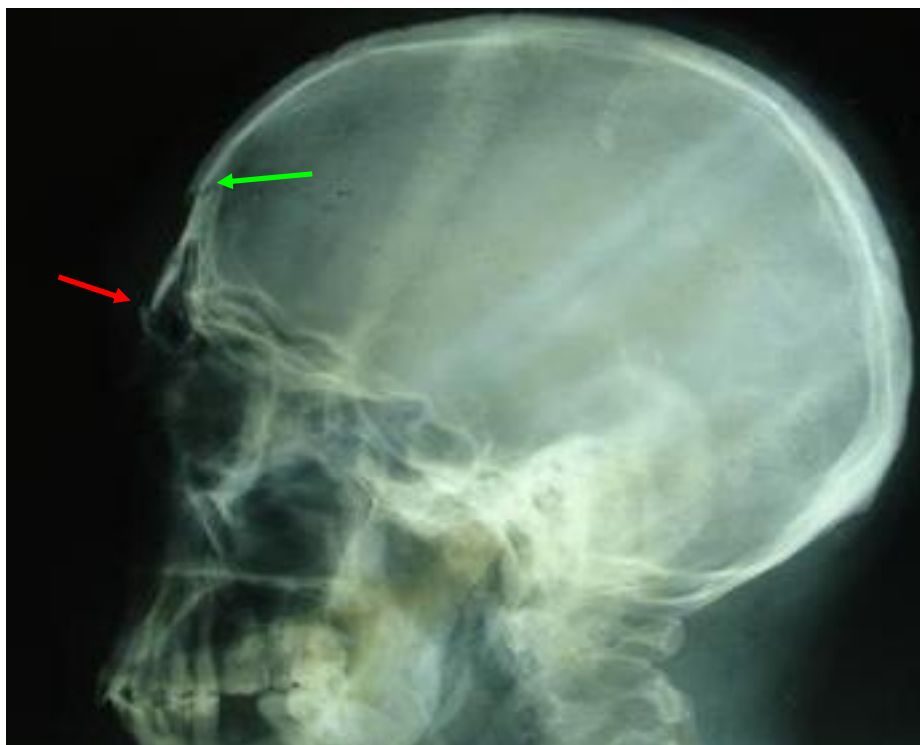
Radiographie standard du crâne en incidence de profil montrant une fracture frontale (↗) et une fracture de la paroi antérieure du sinus frontal (↘)
